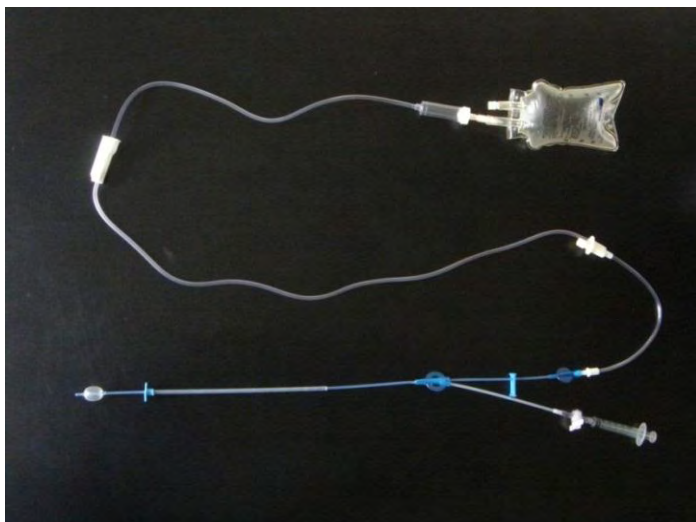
Sistema de infusão fechado com frasco de soro fisiológico 0,9% conectado com equipo de infusão ao cateter de histerossonografia.
